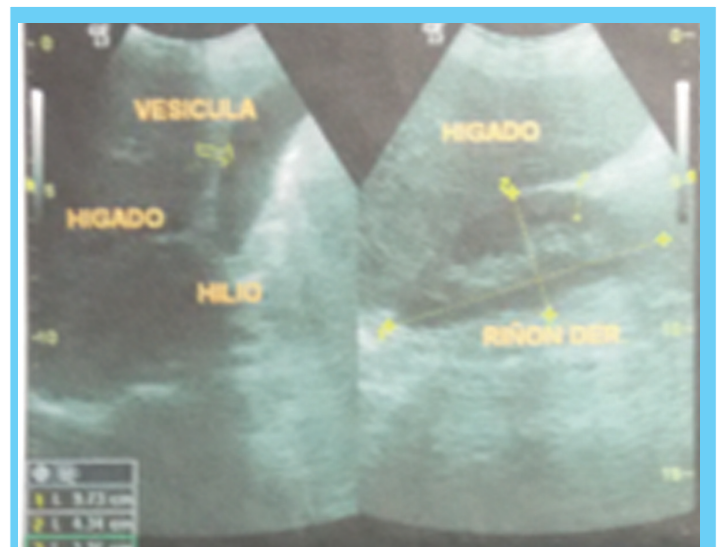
Ultrasonido Abdominal. 25/07/14
